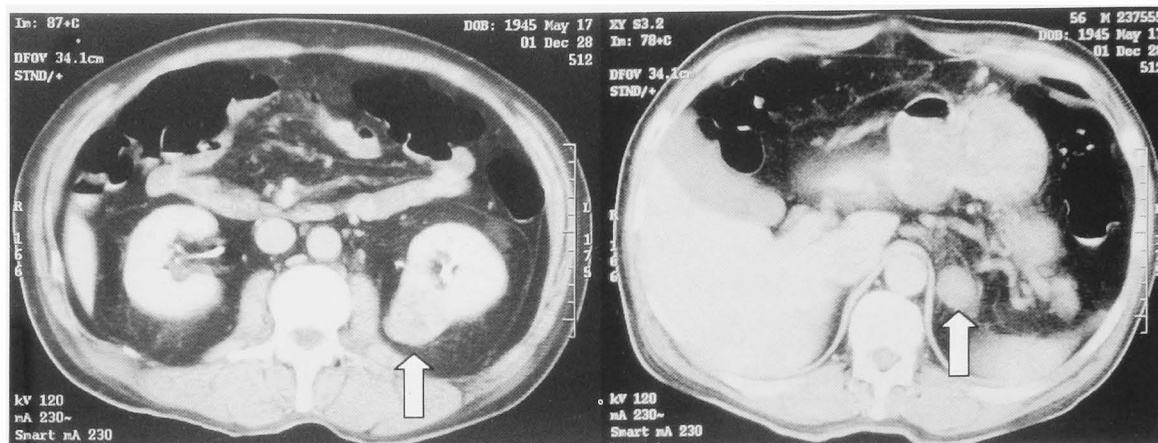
CT findings. Arrows show left renal and adrenal masses.
